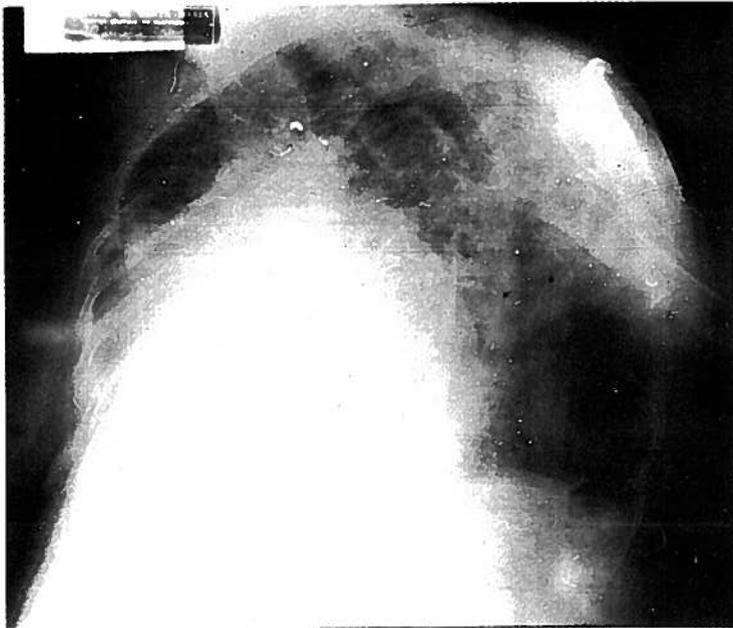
Radiografia do Torax (obliqua).
